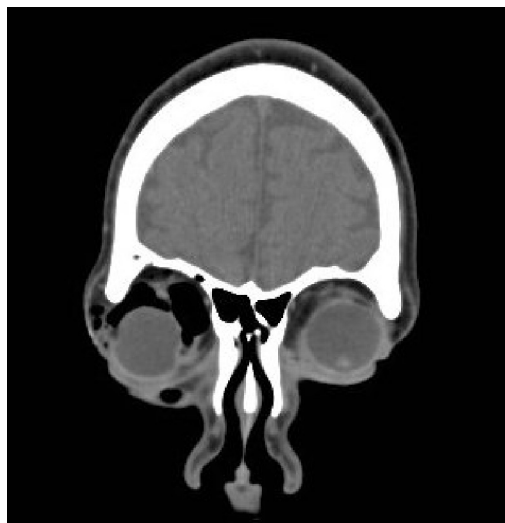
Tomografía axial computarizada corte coronal. Gas intraorbitario. Desplazamiento en músculos extraoculares y globo ocular
